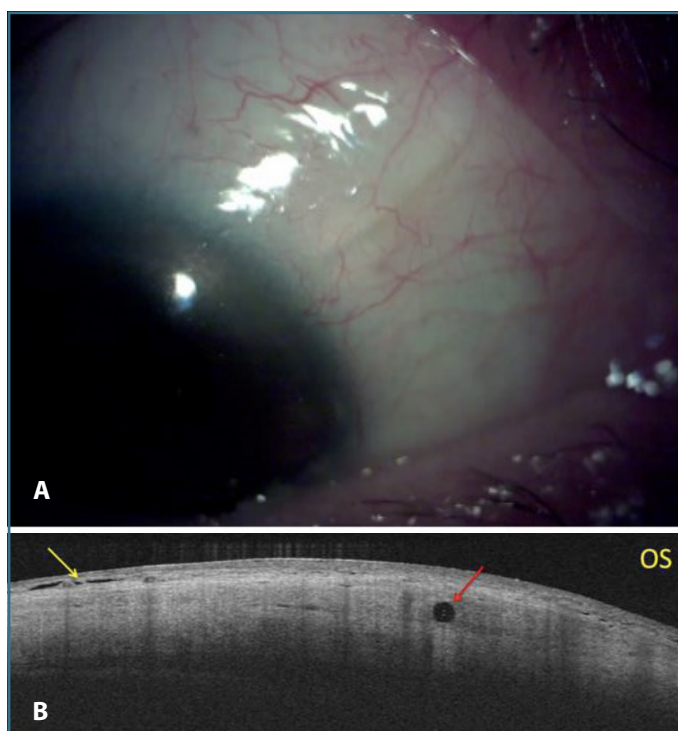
(A) Aspecto en lámpara de hendidura de ampolla aplanada por fibrosis. (B) XEN® intratenon (flecha roja) con aspecto fibrosado por tomografía de coherencia óptica de segmento anterior, mostrando hiperseñal tisular y muy pocos espacios ópticamente vacíos (flecha amarilla).
